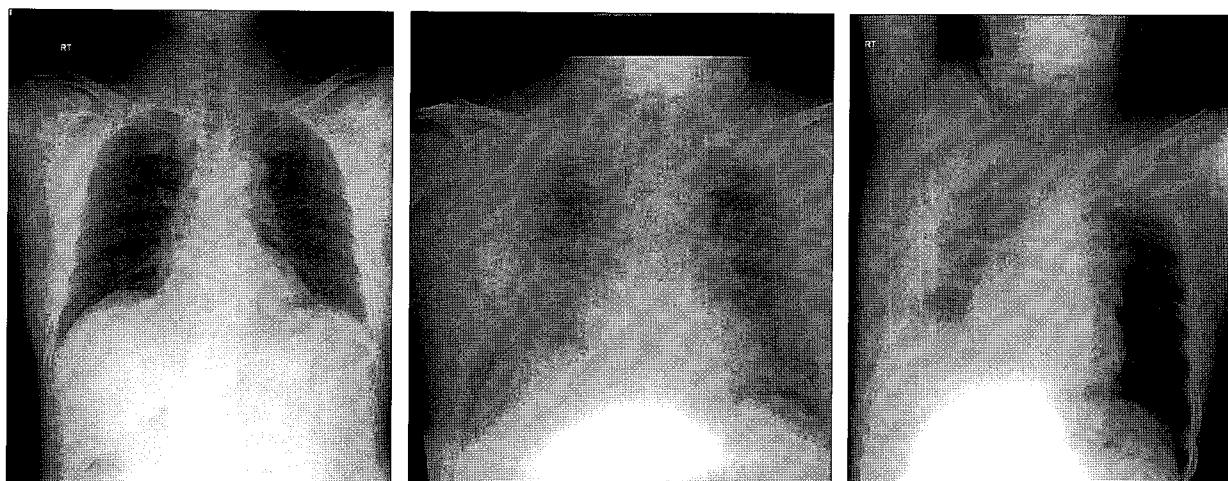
Chest X-ray. (Left) Preoperative view showing no active disease. (Center) At 8 days, after operation. The cardiac size increased. Bilateral hilar prominence and perihilar infiltration. (Right) At 8 days, after operation. Right decubitus view. Pleural thickening with effusion is suggested on the right lateral aspect with subpleural consolidation.
